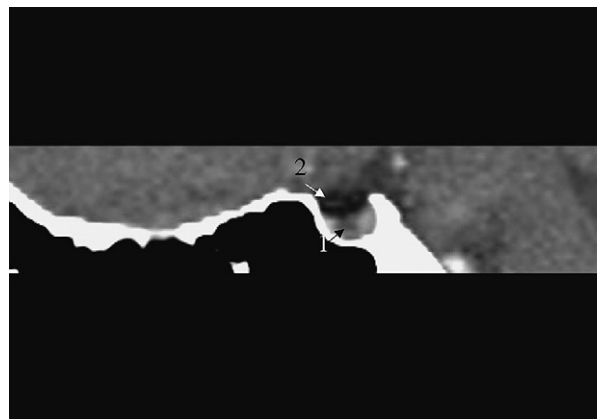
Tomografía computarizada de silla turca de una paciente con esclerosis sistémica. 1. Microadenoma. 2. Aracnoidocele.
